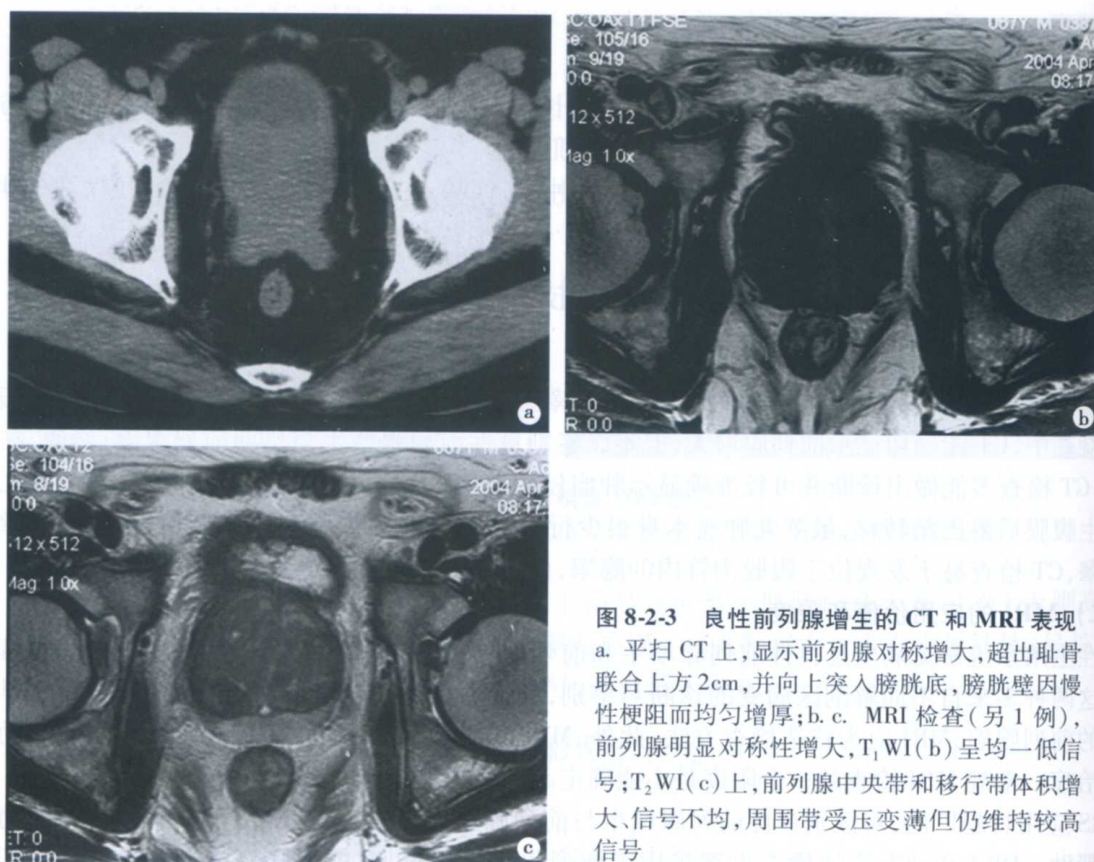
良性前列腺增生的 CT 和 MRI 表现
